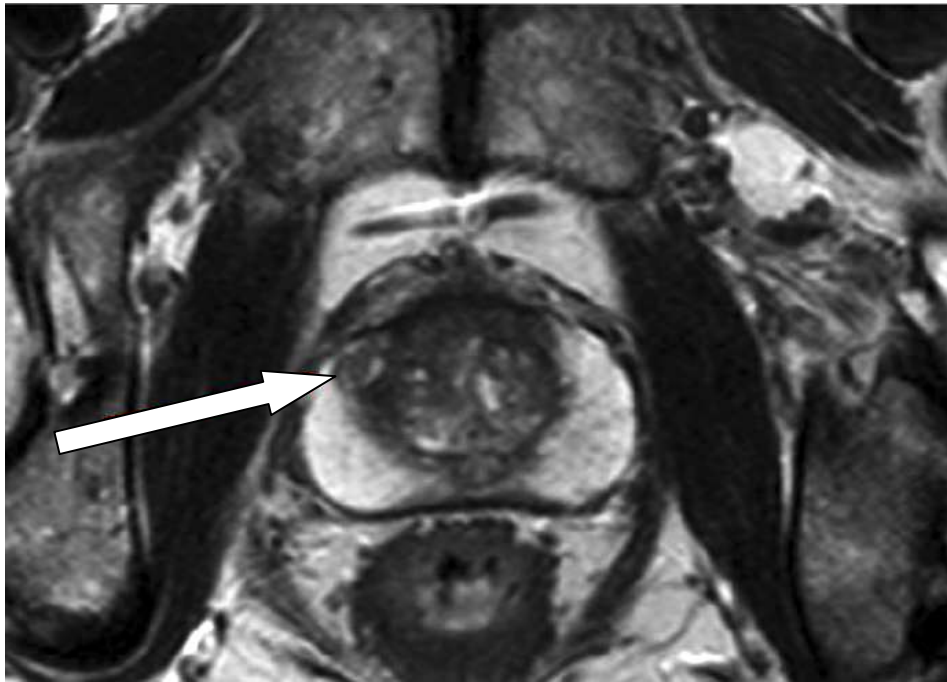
МРТ. На T2-ВИ в поперечной плоскости гипоинтенсивный очаг в периферической зоне простаты на 10 часах условного циферблата
